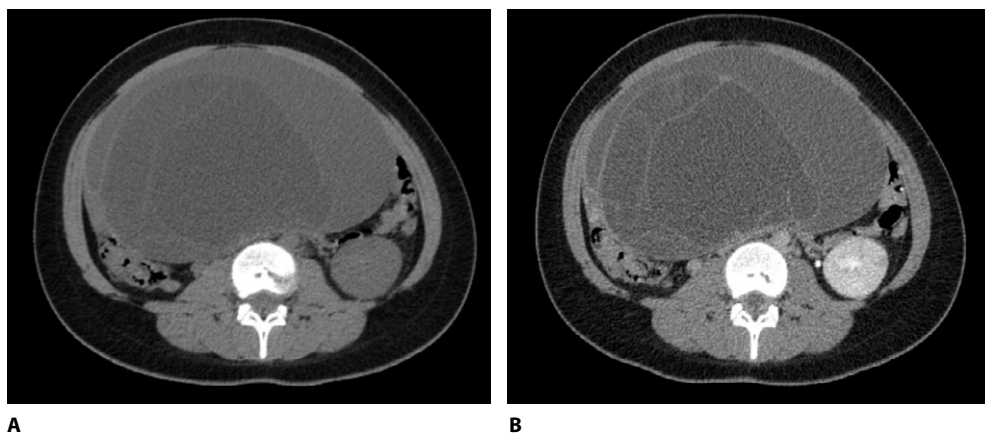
Компьютерная томография органов брюшной полости и малого таза, аксиальная проекция: А – нативное исследование; В – венозная фаза контрастирования
